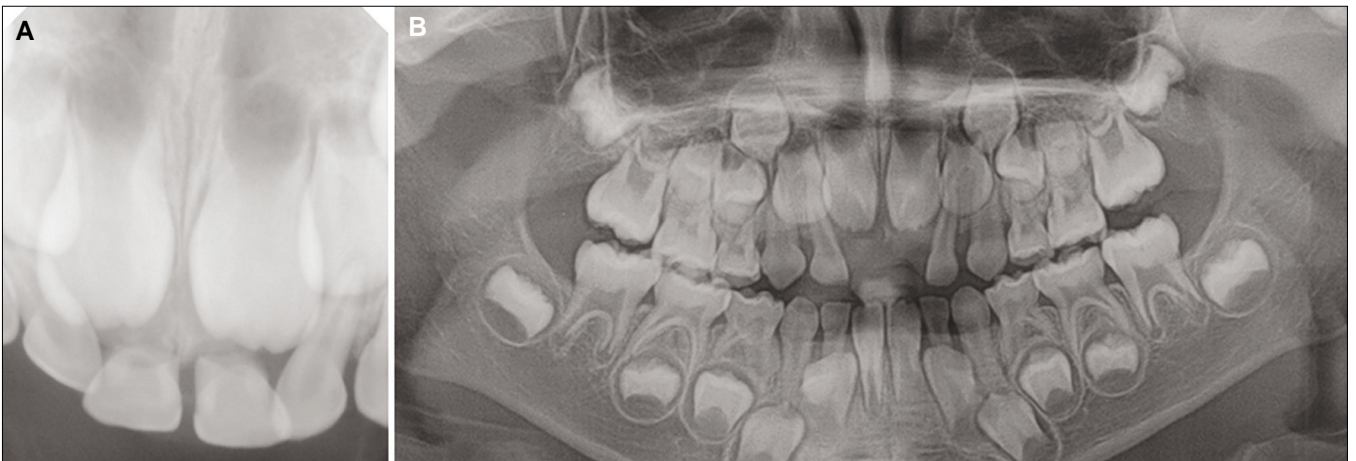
A: Periapical view on first visit at 6-year 5-month-old. B: Panoramic view on the day after first visit.
